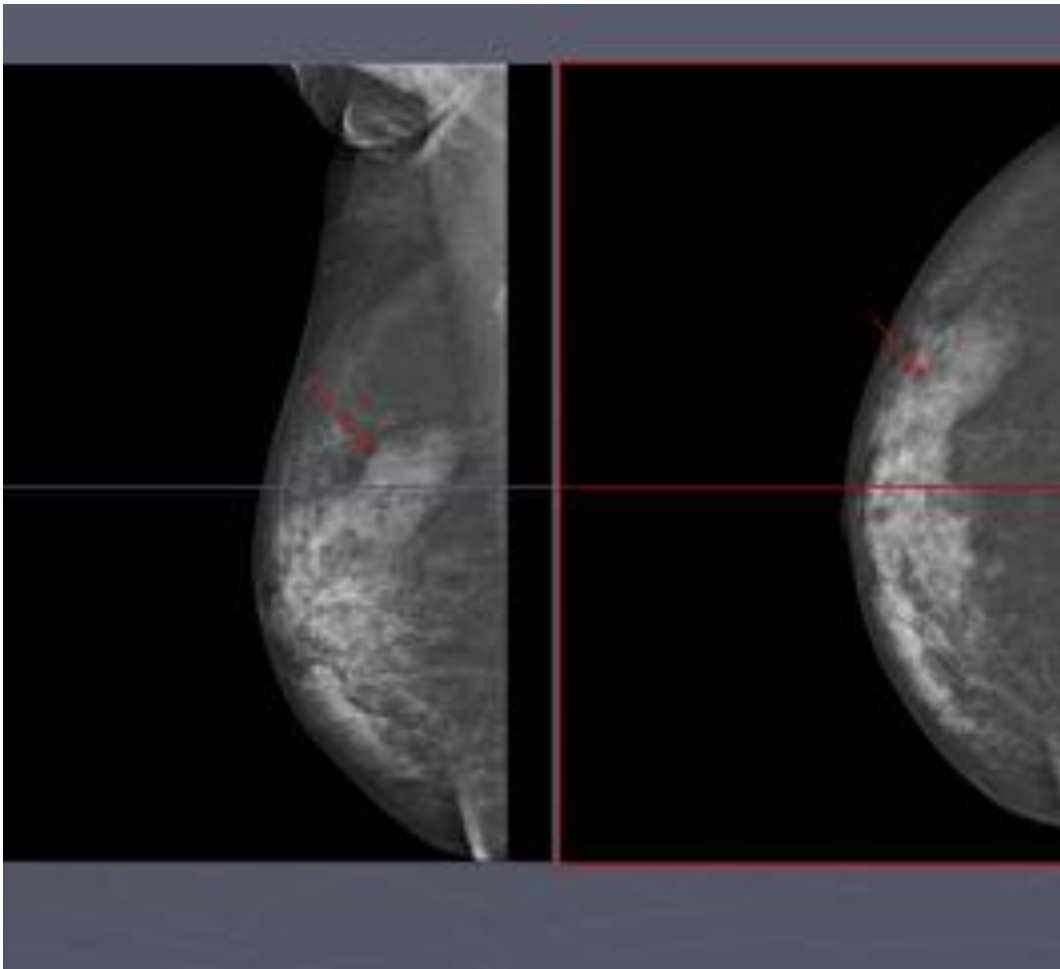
Mujer de 79 años- Linfoma Hodgkin. En la mamografía y ecografía se demuestra una lesión nodular, con bordes parcialmente bien definidos. La AP demostró celularidad de LH.
